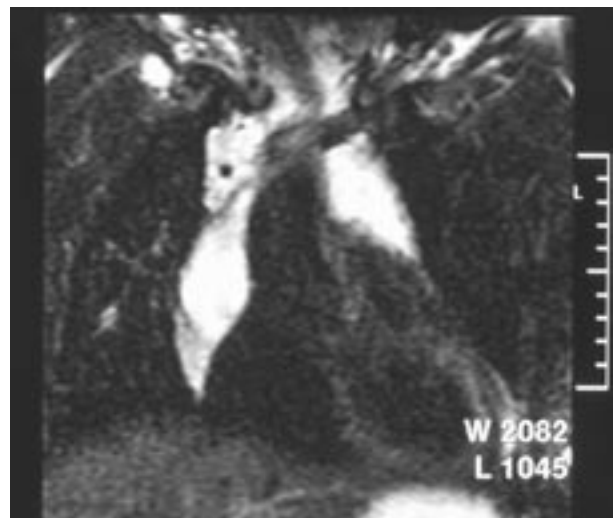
Obraz TK naczyniaka chłonnego w śródpiersiu w rekonstrukcji strzałkowej.
